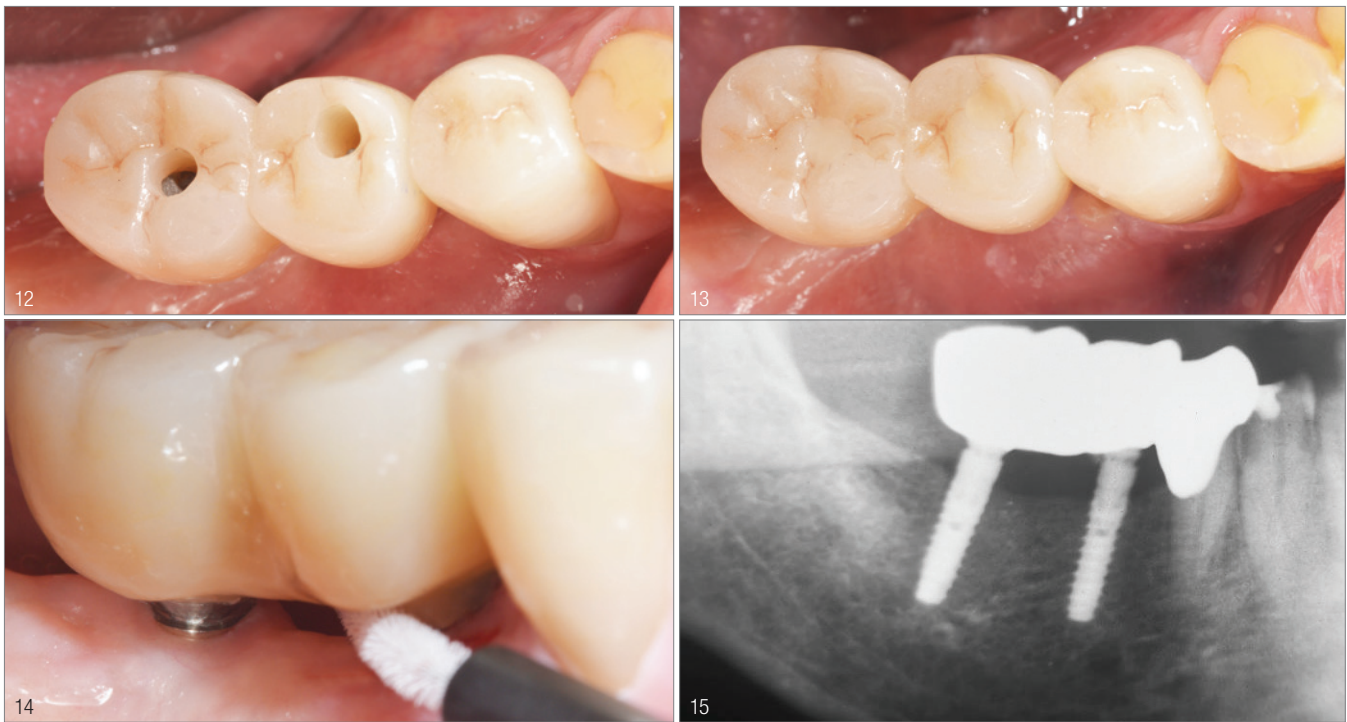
Der Kronenblock 45 und 46 vor ... – Abb. 13: ... und nach dem okklusalen Verschluss (Empress Direct, Ivoclar Vivadent) ... – Abb. 14: ... verfügt über interdentale Durchgängigkeit. – Abb. 15: Röntgenkontrollaufnahme nach 14 Monaten.
